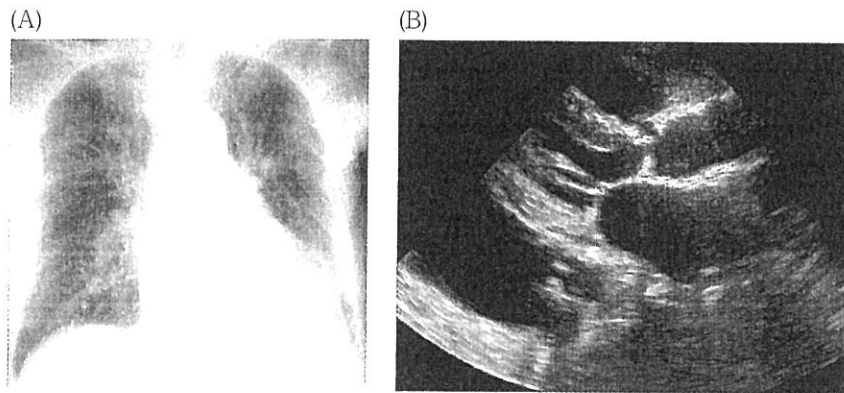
(A) : The chest radiography in the supine position on the day of admission showing a slight cardiomegaly. (B) : The preoperative echocardiography image showed the wall thickness in the left ventricle and the calcific stenosis of the aortic valve.
